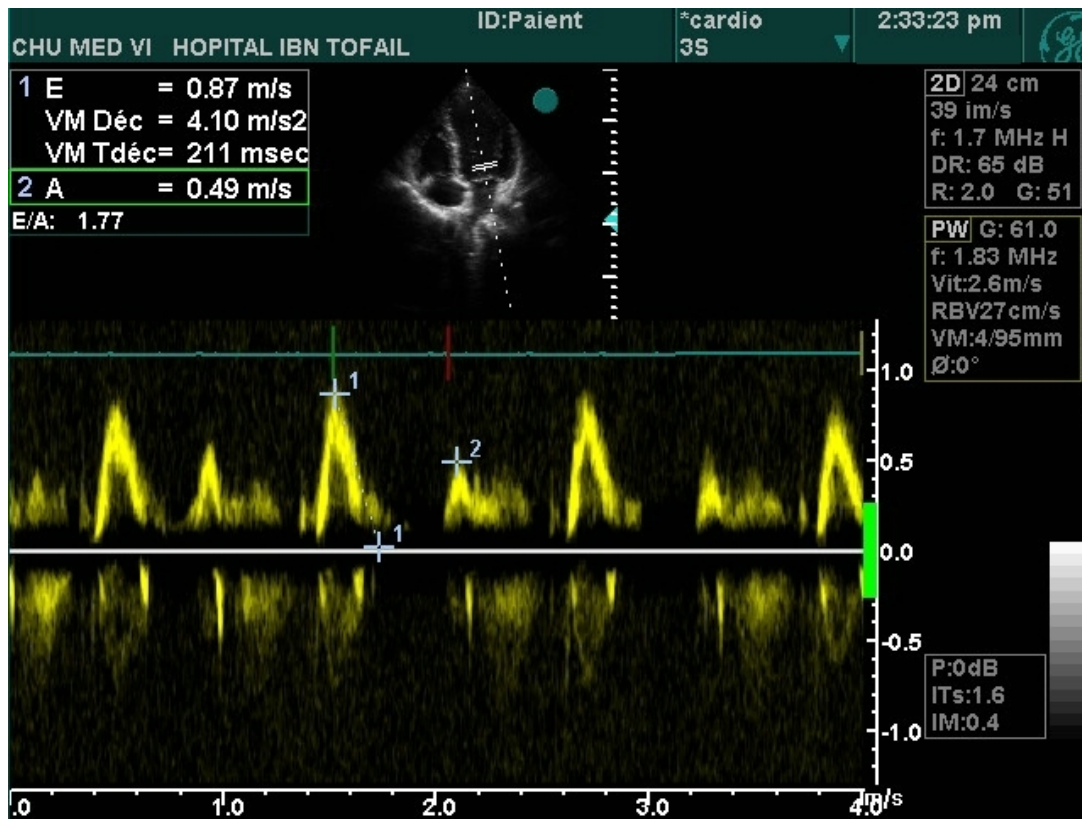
mesure du flux mitral en doppler pulsé : E, A, TD.
